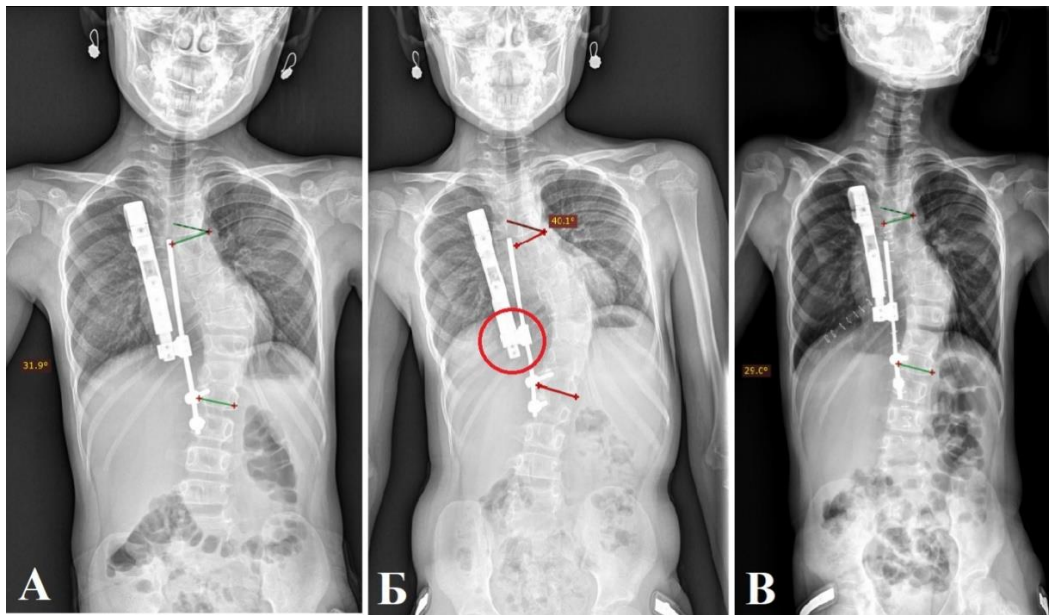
Пациент П., 5 лет. Диагноз: врожденный сколиоз при одностороннем боковом нарушении сегментации позвонков и синостозе ребер. А- цифровая рентгенограмма позвоночника в прямой проекции, прослеживается реберно-позвоночный дистрактор, положение корректное. Б - цифровая рентгенограмма позвоночника в прямой проекции, отмечается дестабилизация металлоконструкции на фоне интенсивного роста, прогрессирование локальной сколиотической деформации на 8 градусов по Кобб. В - цифровая рентгенограмма позвоночника в прямой проекции, состояние после восстановления стабильности реберно-позвоночного дистрактора
